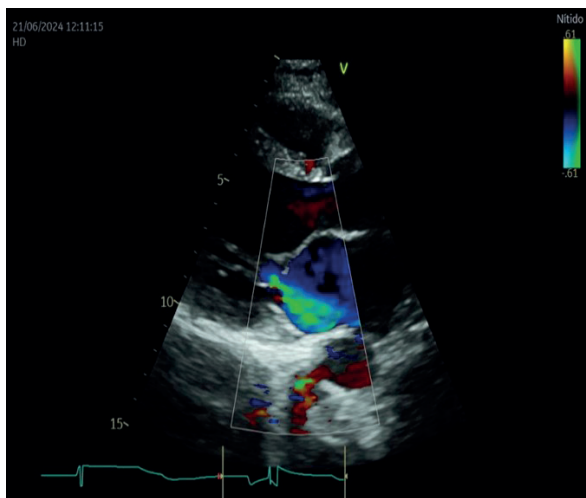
Ecocardiograma Doppler Transtorácico que muestra apicalización del cierre de la válvula mitral con tenting asimétrico que genera jet de regurgitación excéntrico de grado moderado.
